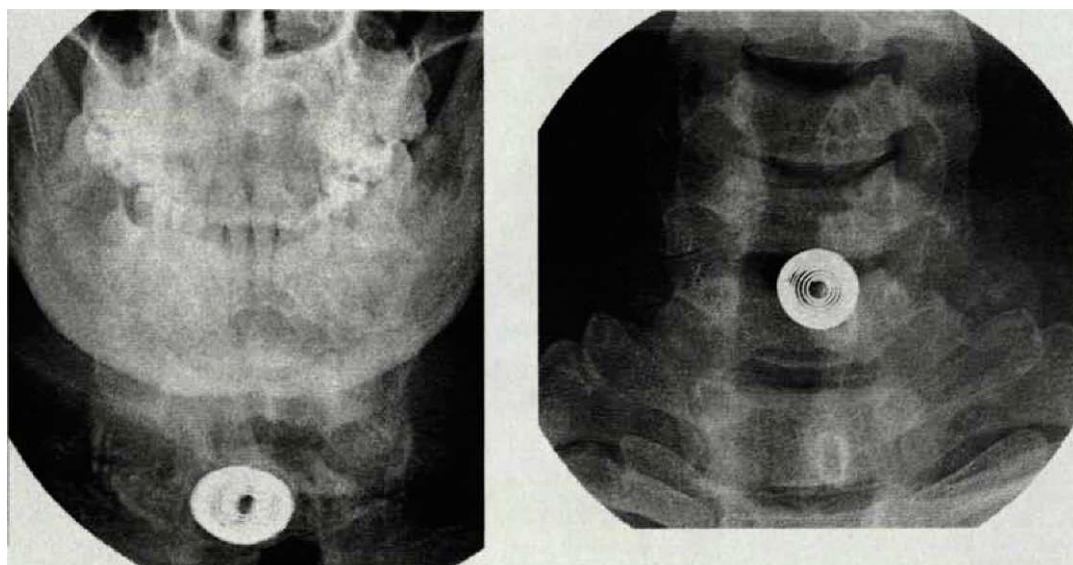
Фото с рентгенограмм шейного отдела позвоночника, прямая проекция.
